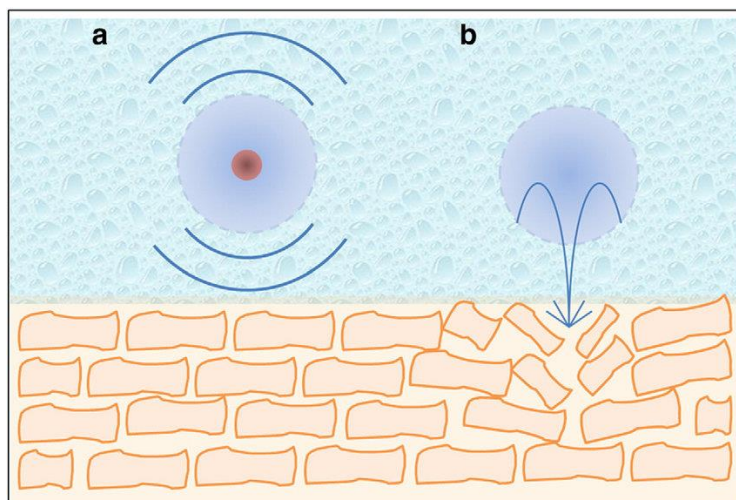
Colapso de uma bolha cavitação, após a aplicação de ultrassons de baixa frequência. (Azagury *et al.*, 2014)
